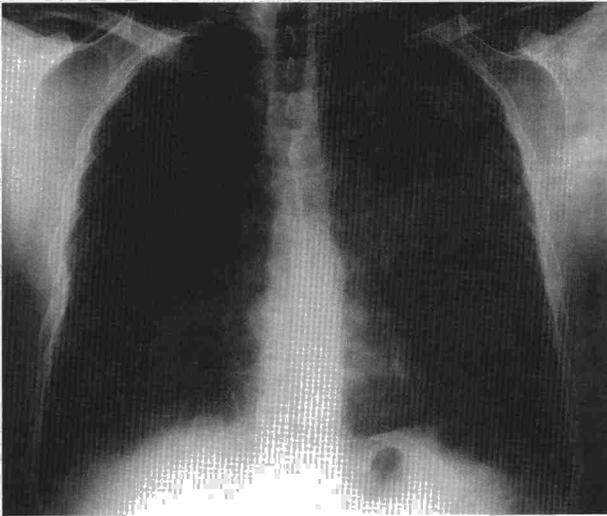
Radiografía de tórax (PA). Masa homogénea en región paraaórtica izquierda.
